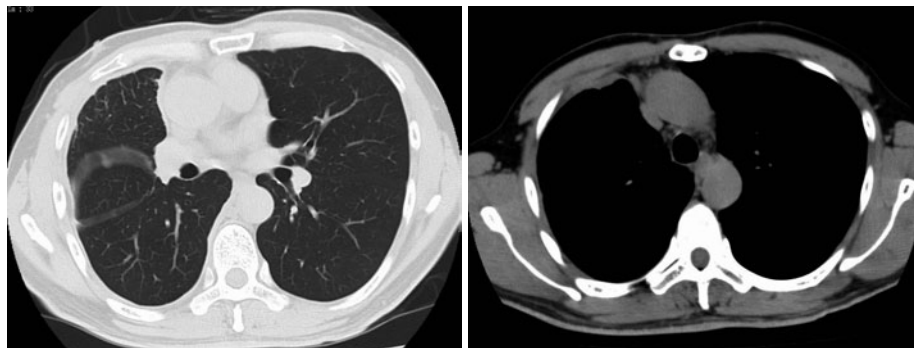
Chest CT scan on admission showed irregular pleural thickening and no pleural effusion in the right thoracic cavity.
